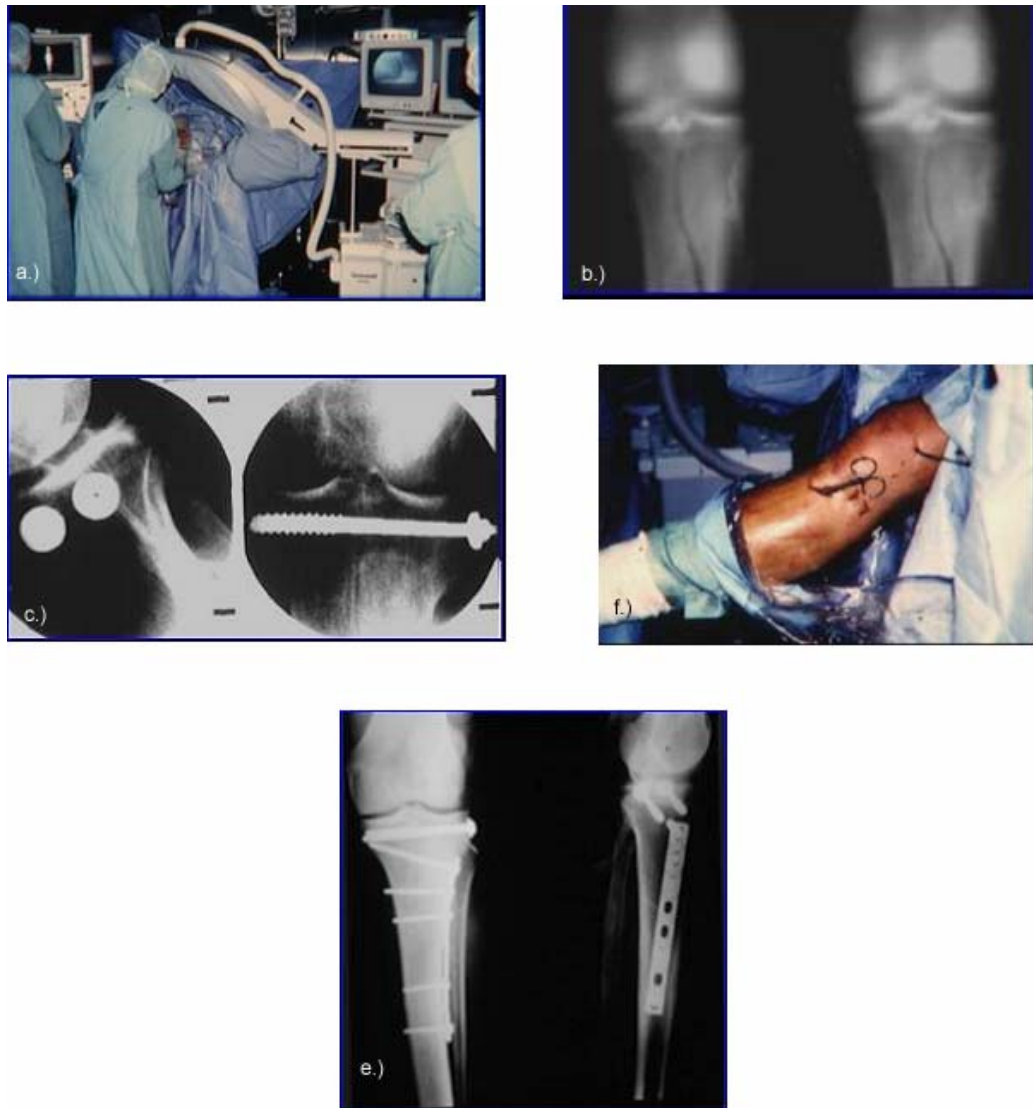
Minimal invasive Versorgungstechnik mit einer eingeschobenen Plattenosteosynthese: arthroskopisch kontrollierte Reposition, eingeschobene Platte und perkutane Stabilisierung. a.) OP-Aufbau, b.) konv. Tomographie prae-op., c.) perkutane Schraubenosteosynthese zur Stabilisierung der intraartikulären Fraktursituation, d.) perkutanes Einschieben der Platte, e.) post-op. konv. Röntgenbild
